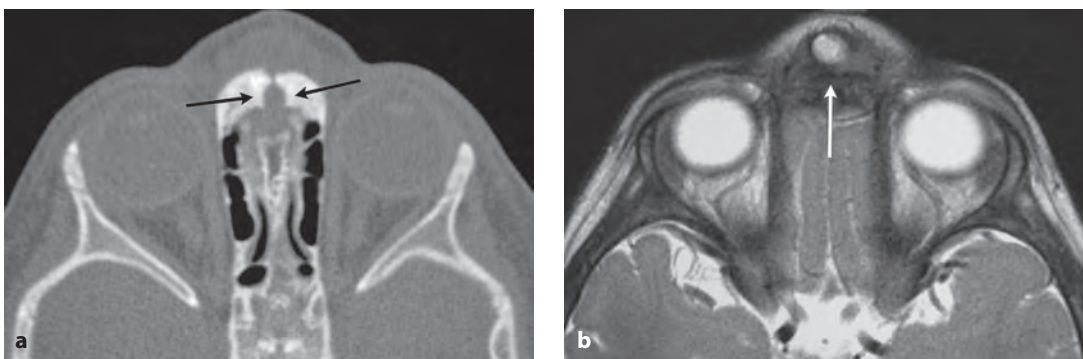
Дермоидная киста носа. На аксиальной КТ (а) определяется увеличенное в размерах слепое отверстие (стрелки). На аксиальном Т2-ВИ (b) в слепом отверстии выявляется дермоидная киста, которая выглядит как небольшое образование с высоким сигналом (стрелка).
